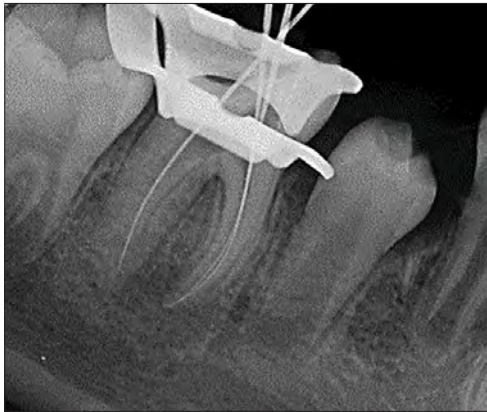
Confirmación de longitud de trabajo con radiografía periapical.
